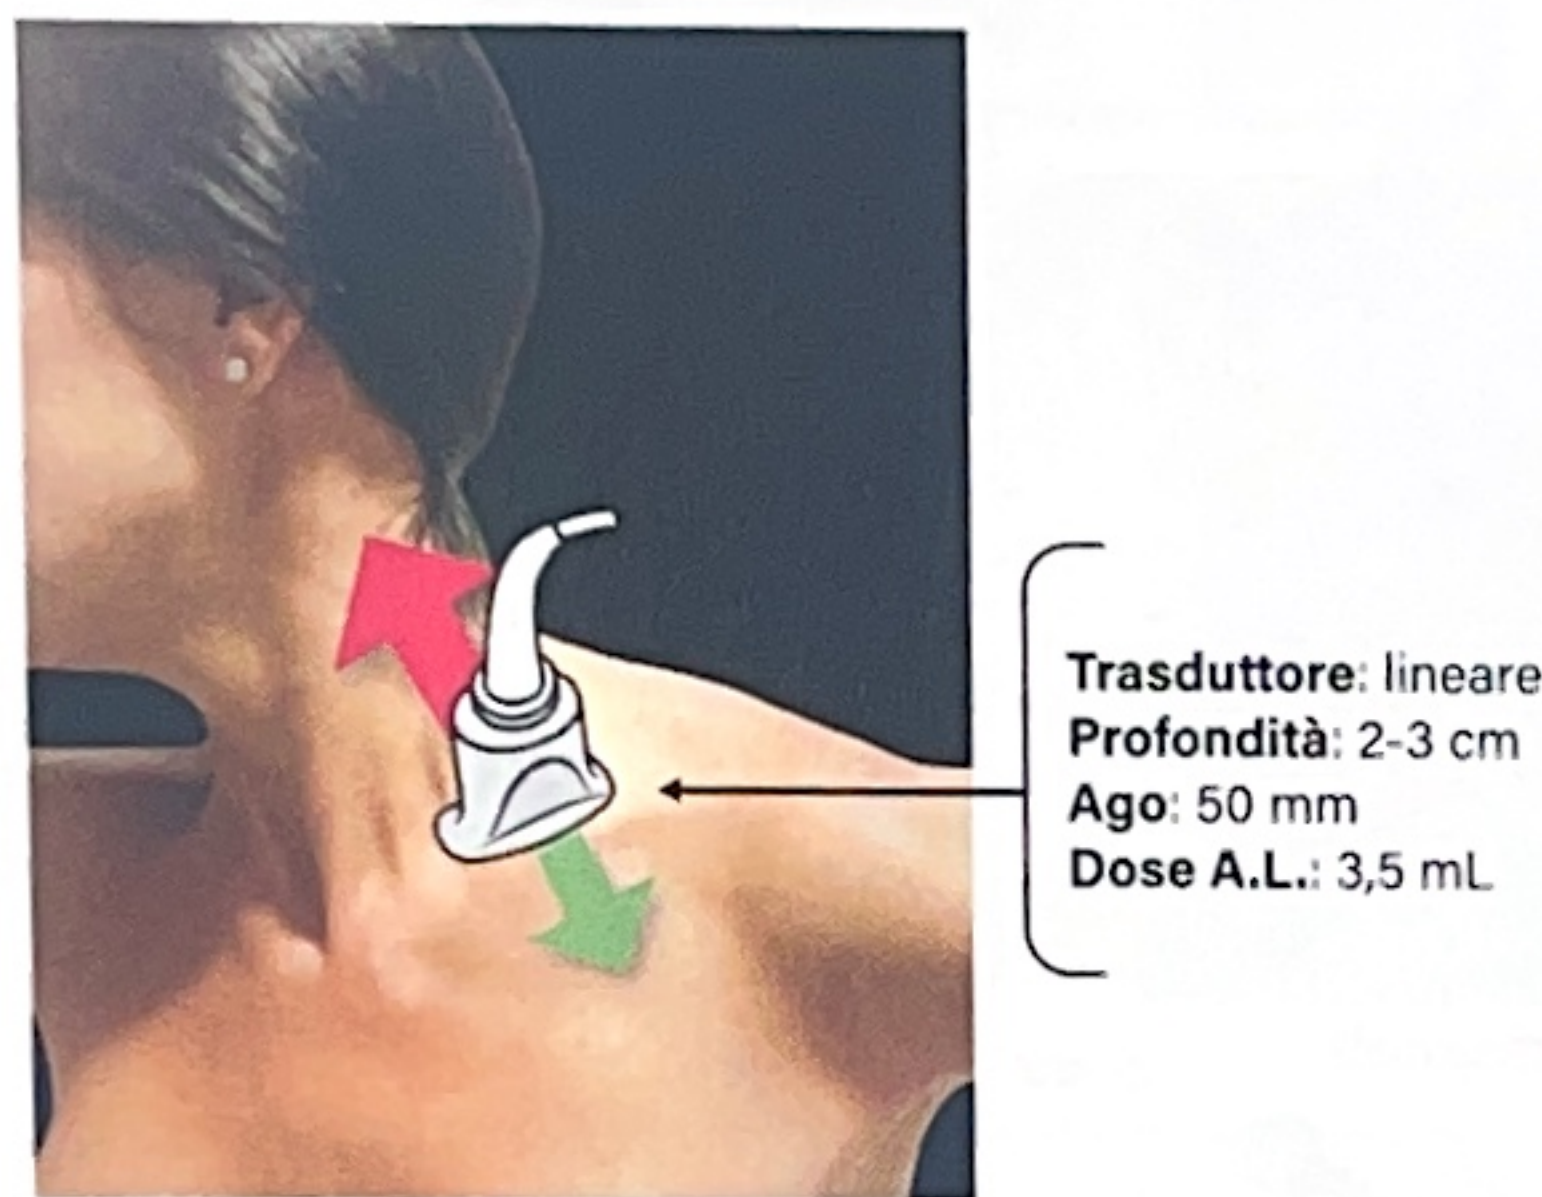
Posizionamento e movimento del trasduttore per l'esplorazione ecografica. A.L.: anestetico locale.
